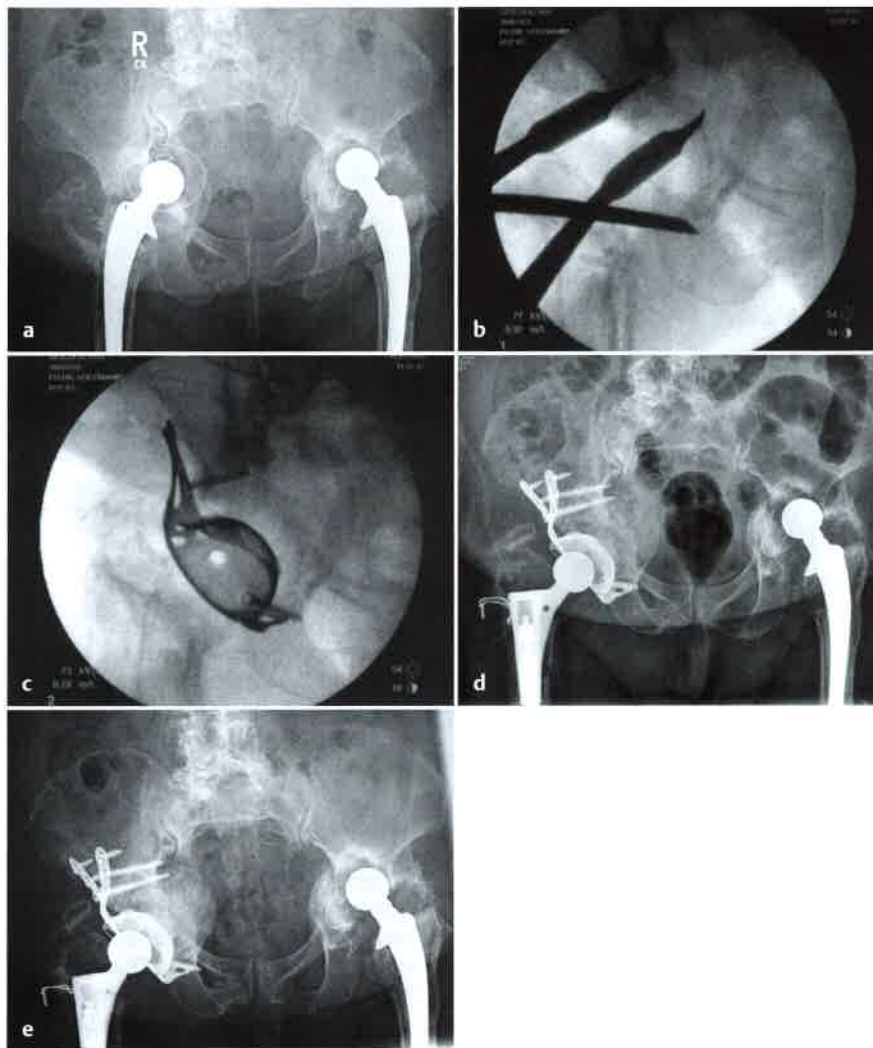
bis e DJ, * 29. 12. 1933, w.: Erstimplantation HTP li. 1997 wegen Koxarthrose. a Wegen „...seit einiger Zeit zunehmender Schmerzen in der rechten Leiste...“ erstmalige Vorstellung am 18. 11. 2009 mit hochgradigen Pfannenlockerungen beidseits. (Katthagen 7 re., Katthagen 6–7 li.). b Intraoperative BV-Aufnahme mit Hohmann-Hebeln am Pfannenrand und eingeschlagenem Meißel am aufsteigenden Sitzbein (1/2010). c Intraoperative BV-Aufnahme mit gerade eingebrachter Pfannenrekonstruktionsschale. Die umgebogene distale Lasche ist im Sitzbein eingeschlagen und gegen ein sekundäres Ausreißen mit einer Schraube gesichert. Die proximalen Laschen sind gerade mit einer Schraube temporär fixiert. Der riesige azetabuläre Defekt (Beckendiskontinuität!) ist noch nicht mit Spongiosachips aufgefüllt (1/2010). d Postoperatives Röntgenbild am 2. Tag (1/2010). e Verlaufskontrolle nach 3 Monaten (4/2010). Die Patientin ist mit Stützen nahezu schmerzfrei mobil und wünscht die Gegenseite in einem halben Jahr ausgetauscht. Die eingebrachte homogene Spongiosaplastik ist beginnend konsolidiert, das Implantat unverändert stabil.
